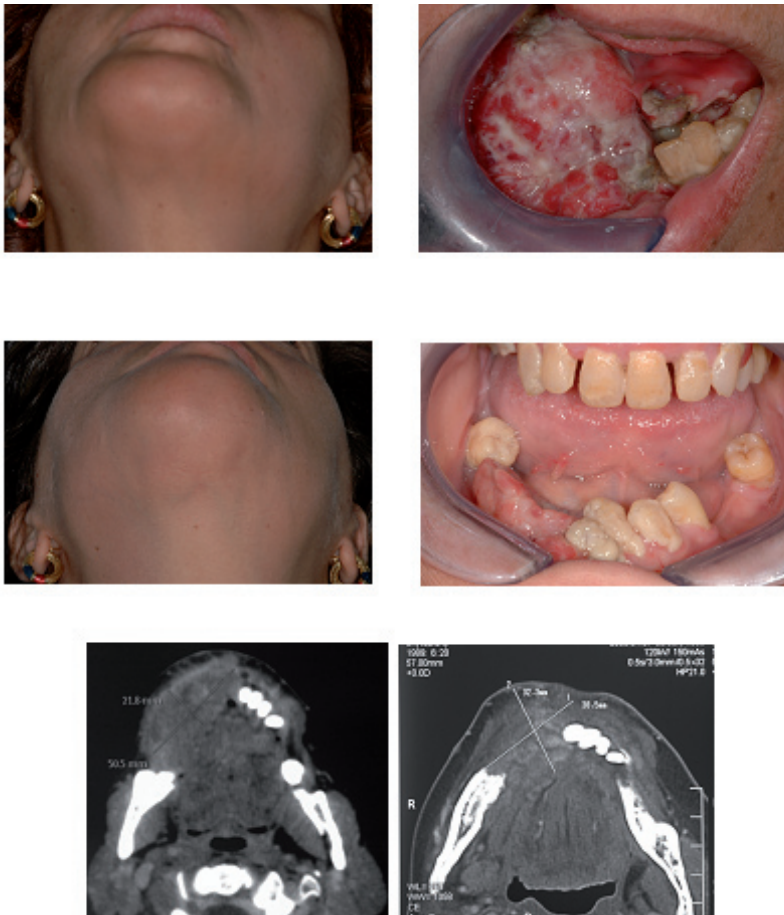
Carcinoma alveolare infiltrante cute, mandibola e pavimento orale (a, b). Riduzione della massa dopo chemioterapia preoperatoria (c, d). TC pre e post chemioterapia preoperatoria (e, f).
